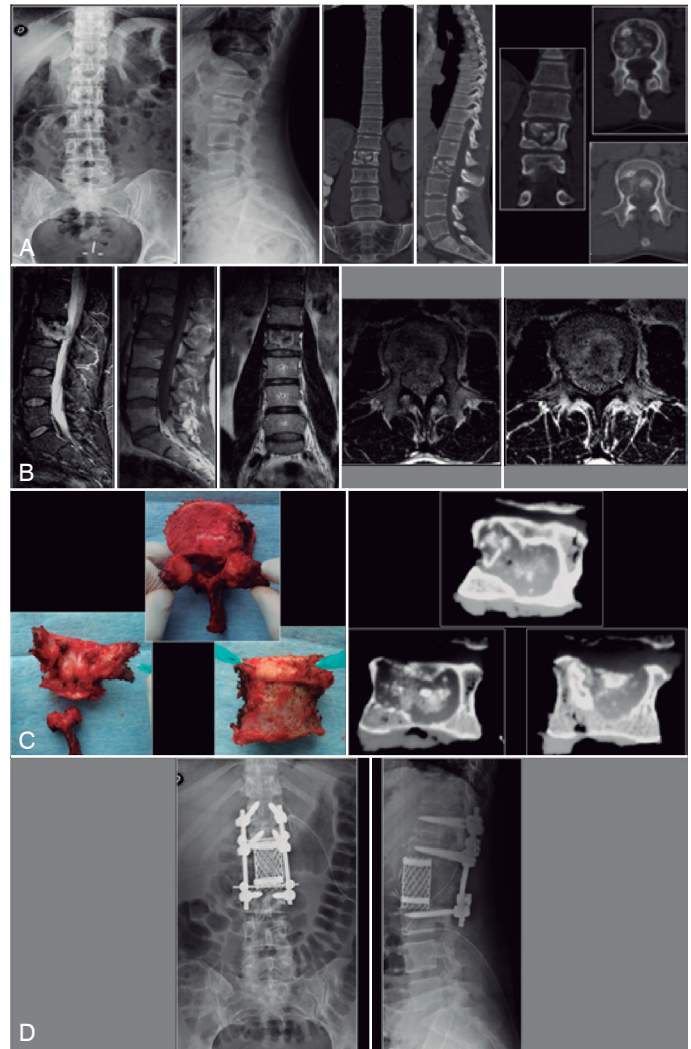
Caso 10: F 40 años. Condrosarcoma de L2. A) Rx y TAC que muestra lesión osteolítica en L2. B) RMN que muestra lesión heterogénea en L2. C) Pieza quirúrgica. Resección en bloque de L2 y TAC reconstrucción de la pieza. D) Reconstrucción mediante doble abordaje. Vía anterior mediante corpectomía L2 y cage expandible + vía posterior artrodesis mediante artrodesis instrumentada T12-L3.
